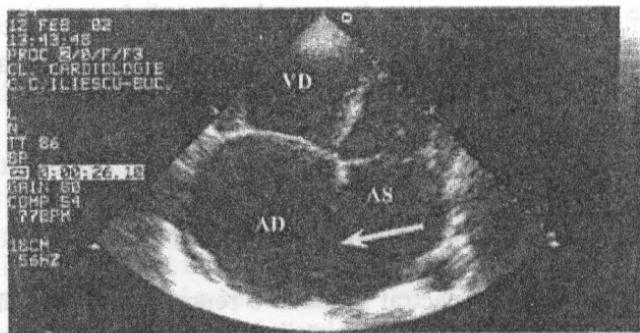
Ecografie bidimensională (2D). Secțiune apicală de patru cavități. Se vizualizează aceleși structuri ca în *Figura 3*. Se observă dilatarea importantă a cavităților drepte și lipsa de continuitate la nivelul septului interatrial (săgeată) la o pacientă cu defect septal atrial mare, semnificativ.
